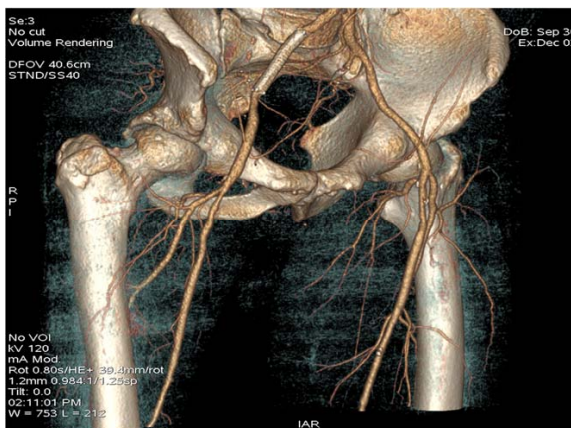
Реформат Volume Rendering пациента после стентирования и ангиопластики. Стрелкой указан стент в области бифуркации общей подвздошной артерии. МСКТ-ангиограмма
